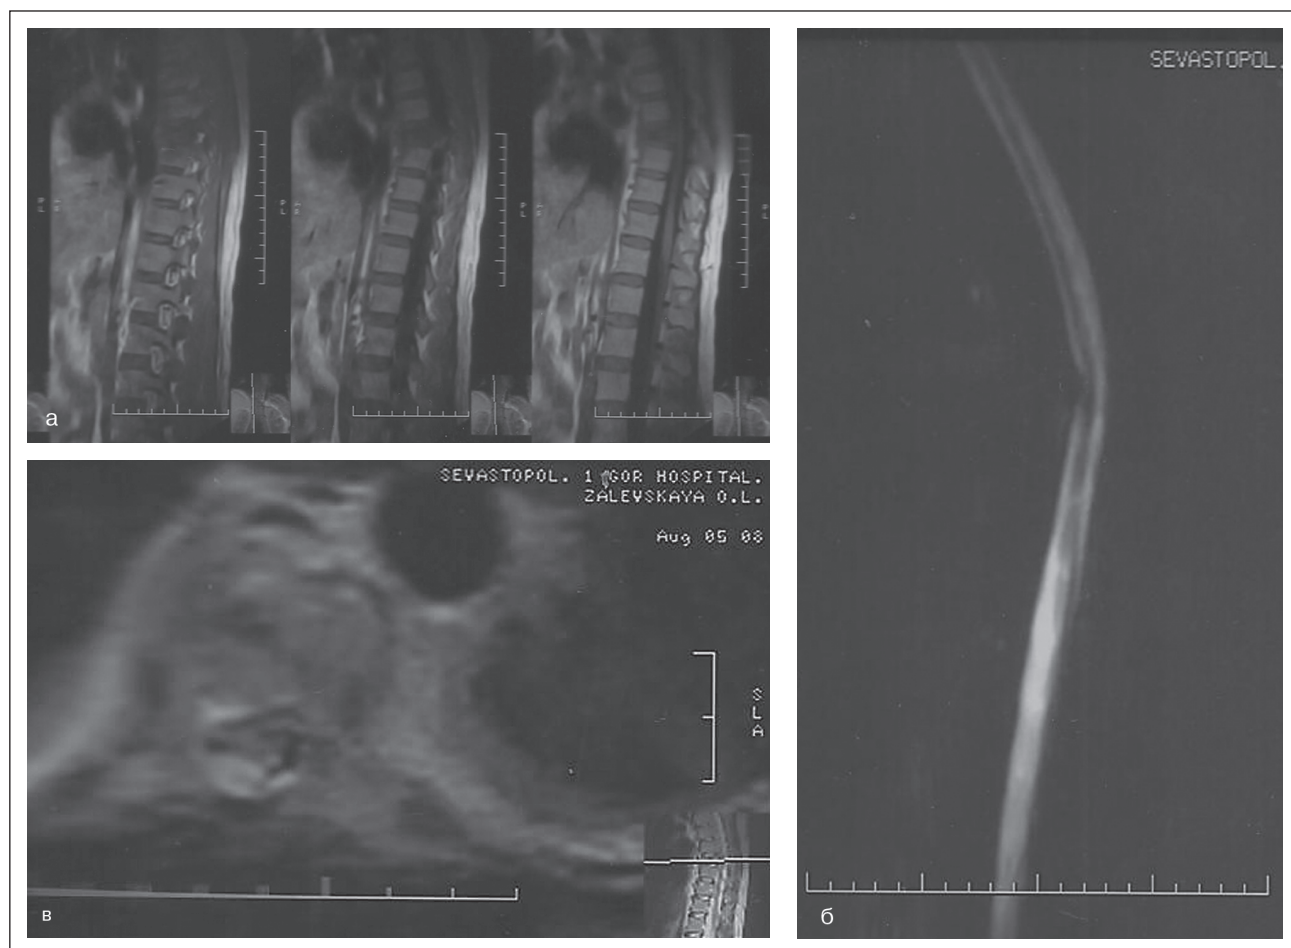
а) консолідований компресійно-осколковий перелом тіла Th4 IV ступеня зі зміщенням відламків заднього відділу тіла хребця, що проникає до спинномозкового каналу, деформуючи його, з ушкодженням оболонки і спинного мозку; б) відсутність МР-сигналу в ділянці дурального простору, що свідчить про наявність дрібних кісткових кортикальних фрагментів, що змістилися в хребетний канал; в) МРТ-показник сформованого дефекту мозкової тканини, що заміщується рідиною чи рубцем (рубцево-спайковий епідуїт)
